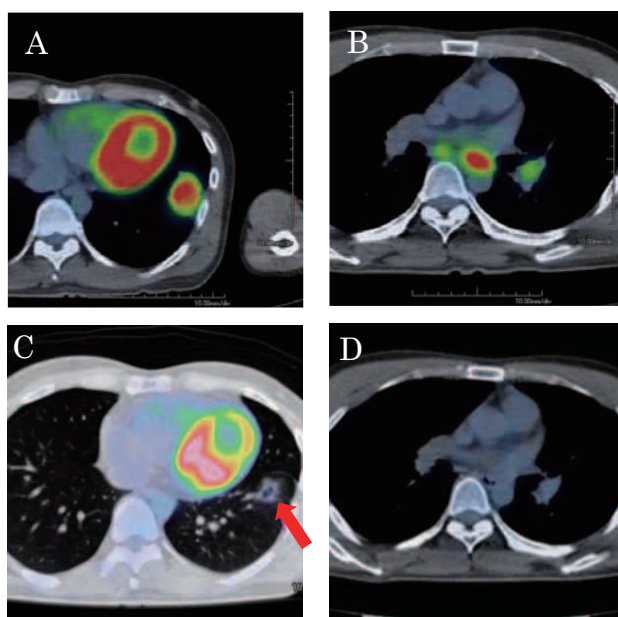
PET-CT (A-B: Erlotinib 投与前, C-D: Erlotinib 投与後) 原発巣の SUVmax は7.4 (A), #11リンパ節の SUVmax は3.4, #7リンパ節の SUVmax は9.6 (B) で, Erlotinib 投与後は原発巣の SUVmax は1.3 (C) に低下し, #11, #7リンパ節では FDG 集積を認めなかった (D)。
